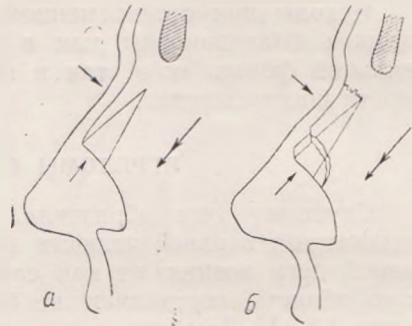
Схемы с рентгенограмм костей носа в косой боковой проекции.
